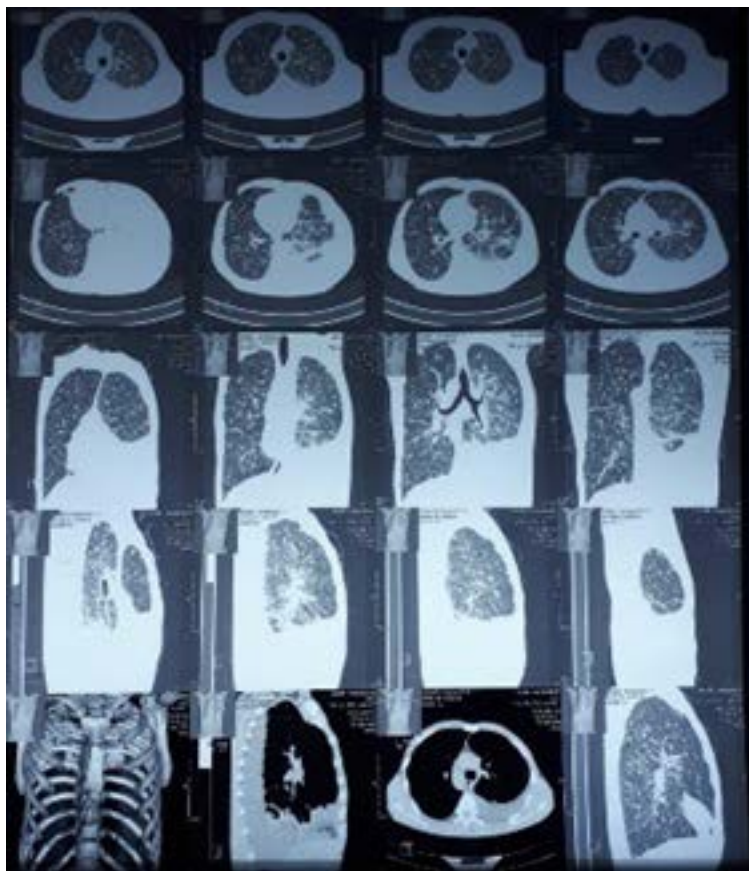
КТ органов грудной клетки пациента А.
